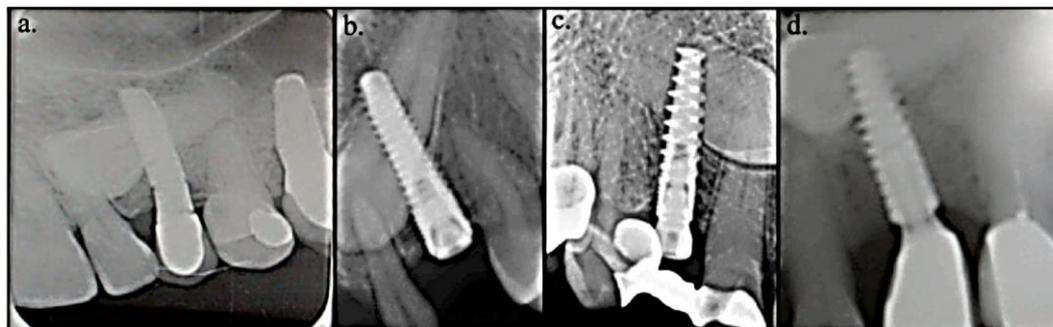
Série d'autres cas rapportés par le Dr Belinchon-Sanchez a. implantation réalisée par le Docteur Albaret, radiographie rétro-alvéolaire au contrôle à 13 mois ; b. implantation réalisée par le Docteur Darie, radiographie rétro-alvéolaire au contrôle à 14 mois ; c. implantation réalisée par le Docteur Fortin, radiographie rétro-alvéolaire au contrôle à 9 mois ; d. implantation réalisée par le Docteur Mayoute, radiographie rétro-alvéolaire au contrôle à 15 mois (46).
